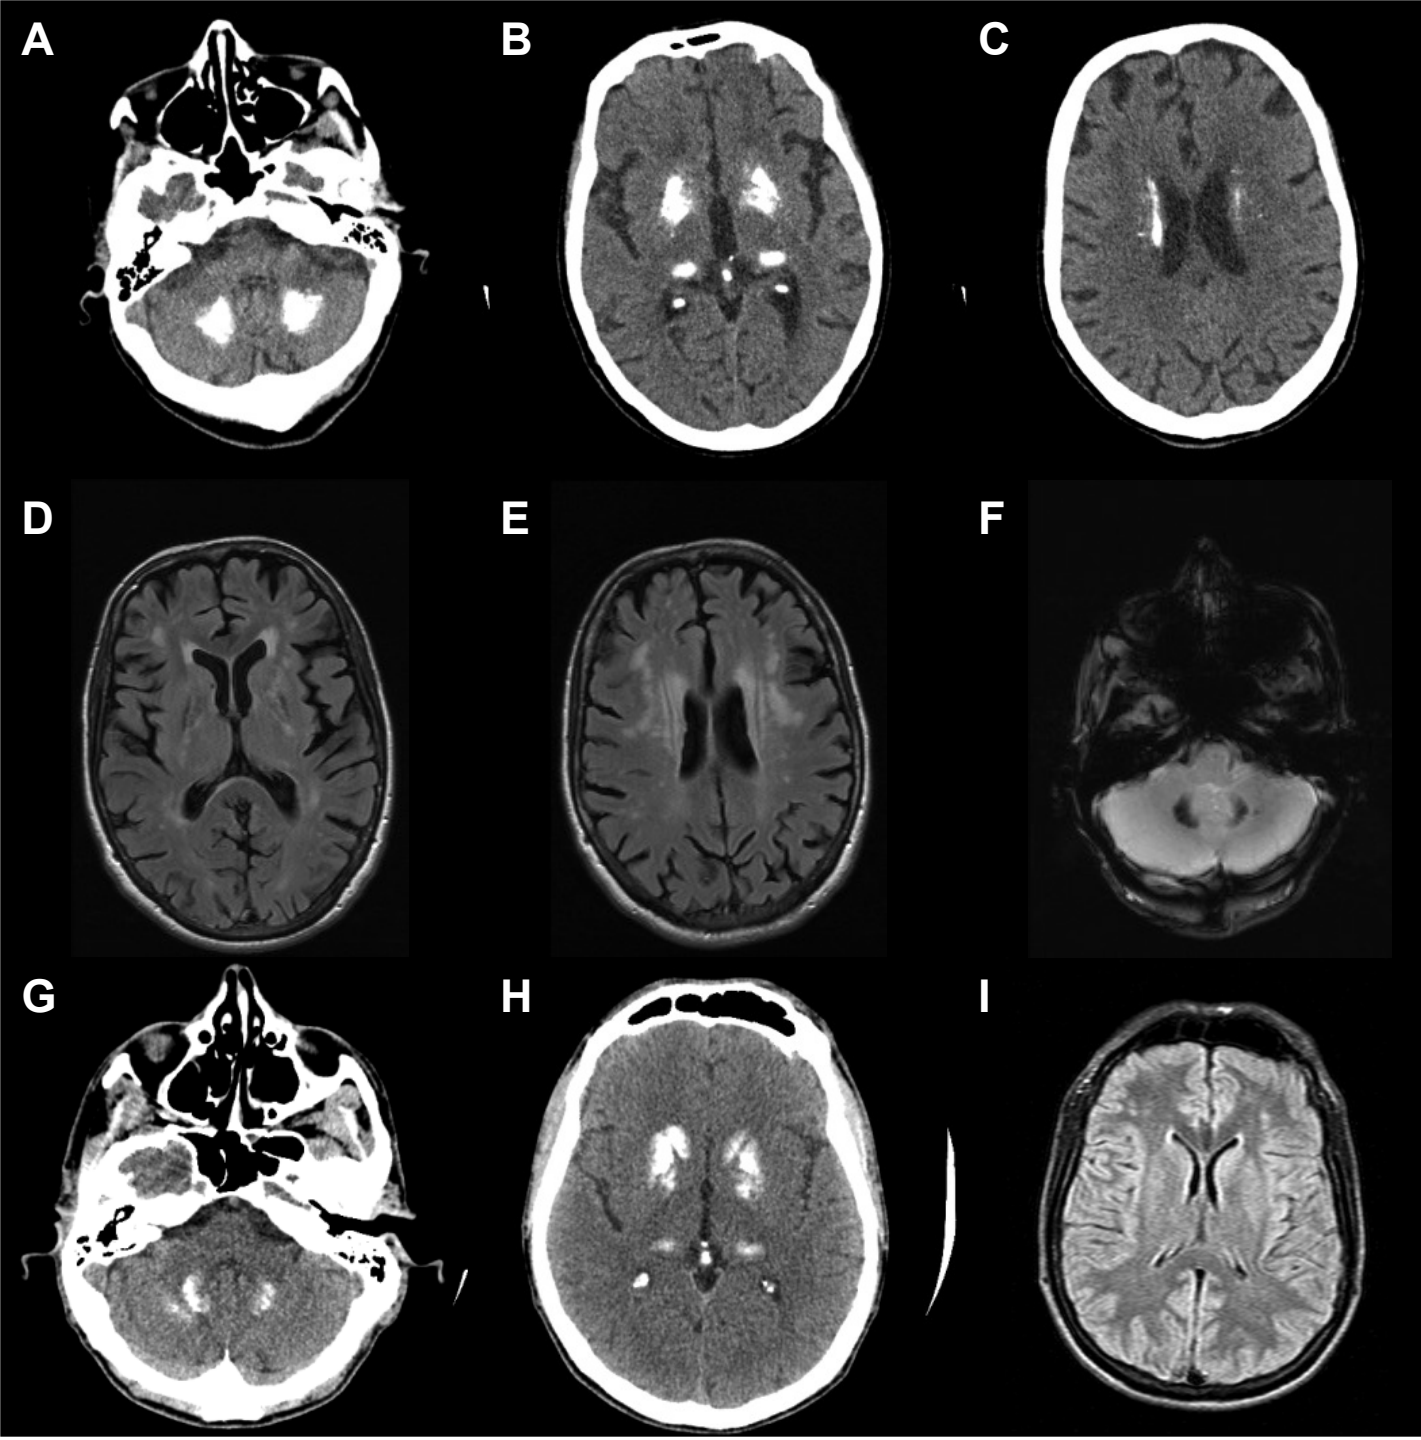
Brain imaging study. A, B, C: Brain CT scan showing bilateral basal ganglia involving striatum, pallidum and white matter calcifications in patients II-3 (A) and patient III-8 (B, C). Sylvian and temporal lobe atrophy are noted in patient II-3. D, E, F: Brain MRI in axial sections showing diffuse high intensity signal of the white matter in Patient II-3 (D, relaxation sequence), and multiple small patchy hypersignals in patients III-8 (E, T2-weighted sequence; F, FLAIR sequence).
